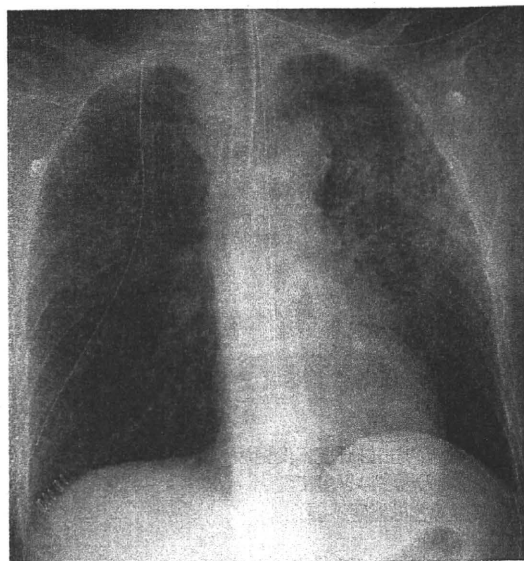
胸部X線写真：術後非検側のすりガラス陰影の出現
